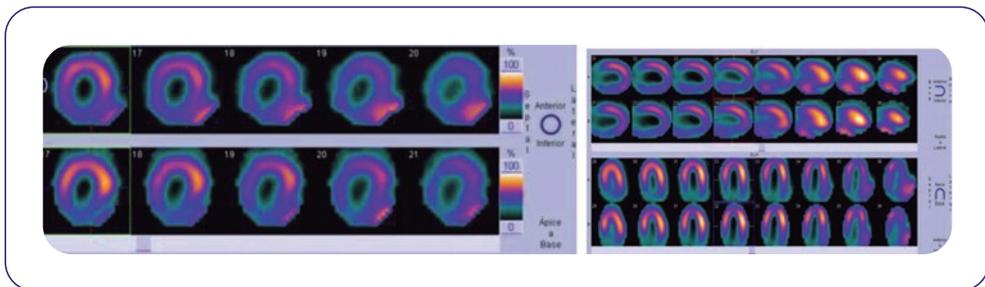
Tomografía computarizada por emisión de fotón único en la que se evidencia necrosis en la cara inferior. No se observa compromiso de otros segmentos miocárdicos.
